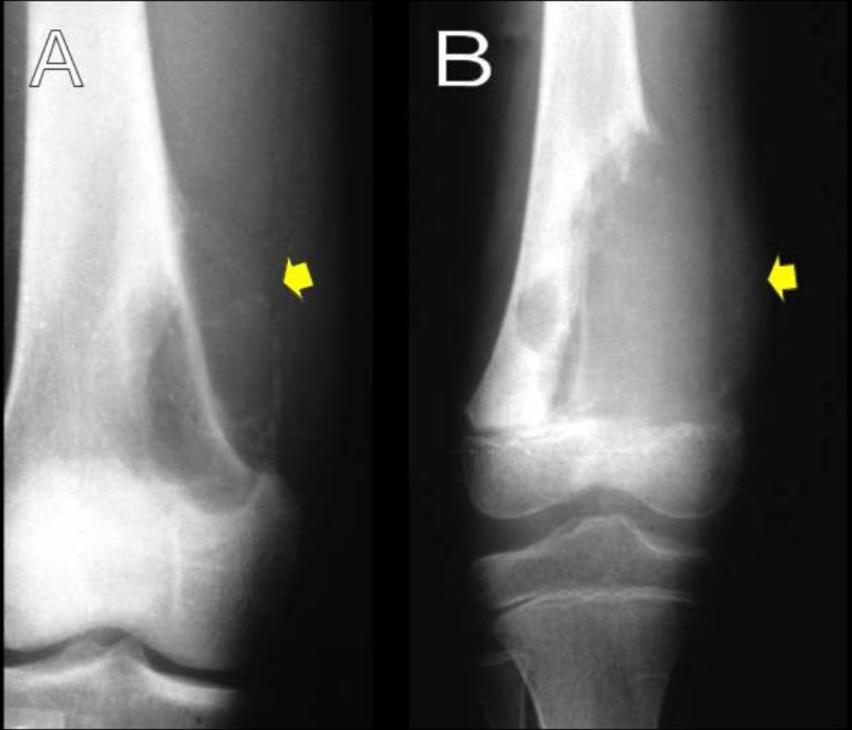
A) Quiste óseo aneurismático. B) Osteosarcoma telangiectásico: radiografía de frente de fémur donde se visualiza la destrucción cortical que genera el osteosarcoma, y el triángulo de Codman.
